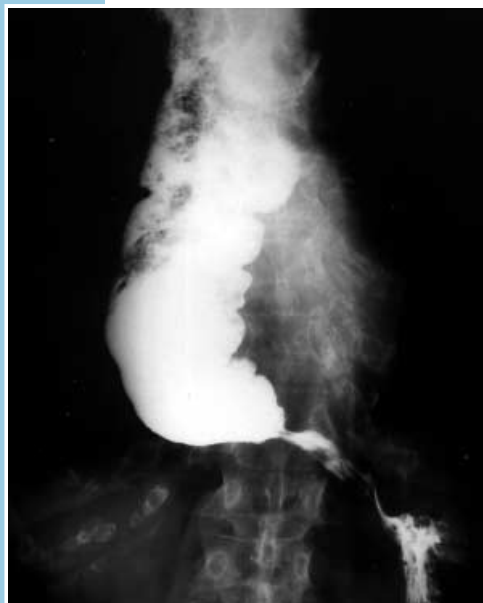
▲ Röntgenbreischluck eines Patienten mit Achalasie. Der gastroösophageale Übergang ist sehr eng, das Ösophaguslumen dilatiert. Die Manometrie des Patienten ist in Abb. 4a dargestellt.
